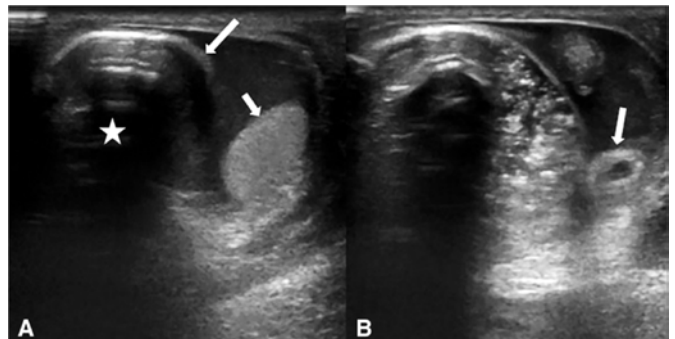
(A) La ecografía mostró la herniación de un segmento del colon en el saco escrotal (flecha larga) y se observó un artefacto aéreo generado a partir del colon (asteriscos). Observe la apariencia normal del testículo (flecha corta). (B) Se visualizó el apéndice vermiforme en el saco escrotal (flecha). El apéndice era normal (no inflamado)⁴.
